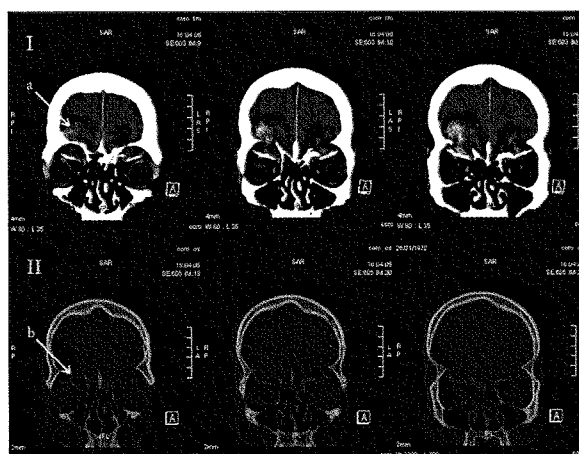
CT scan cérébral sans injection de produit de contraste en reconstruction coronale en fenêtre parenchymateuse (I) et osseuse (II) à 72 h du traumatisme. I : on retrouve les contusions hémorragiques (a) entourées des plages œdémateuses péri-lésionnelles à la base des deux lobes frontaux. II : les toits des deux orbites (b) sont déplacés dans la cavité orbitaire (fracture enfoncement orbitaire). On note l'absence d'hématome intra-orbitaire.
